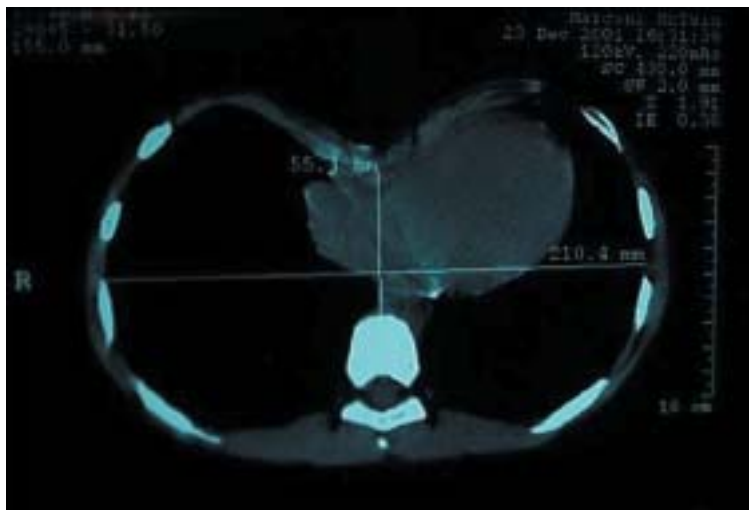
TAC del máximo embudo para la medición del Índice de Haller ²⁴.
